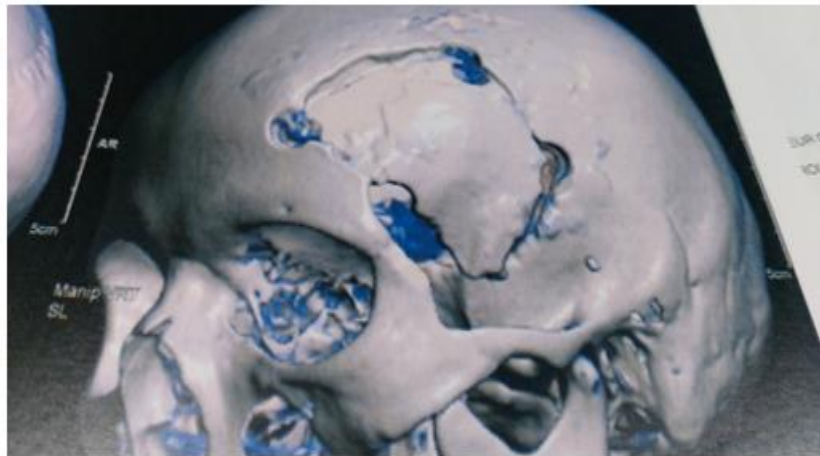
Reconstruction 3D osseuse à partir de la TDM cérébrale, mettant en évidence le volet de craniotomie frontale, compatible avec un abord chirurgical antérieur pour l'exérèse d'un méningiome suprasellaire.
